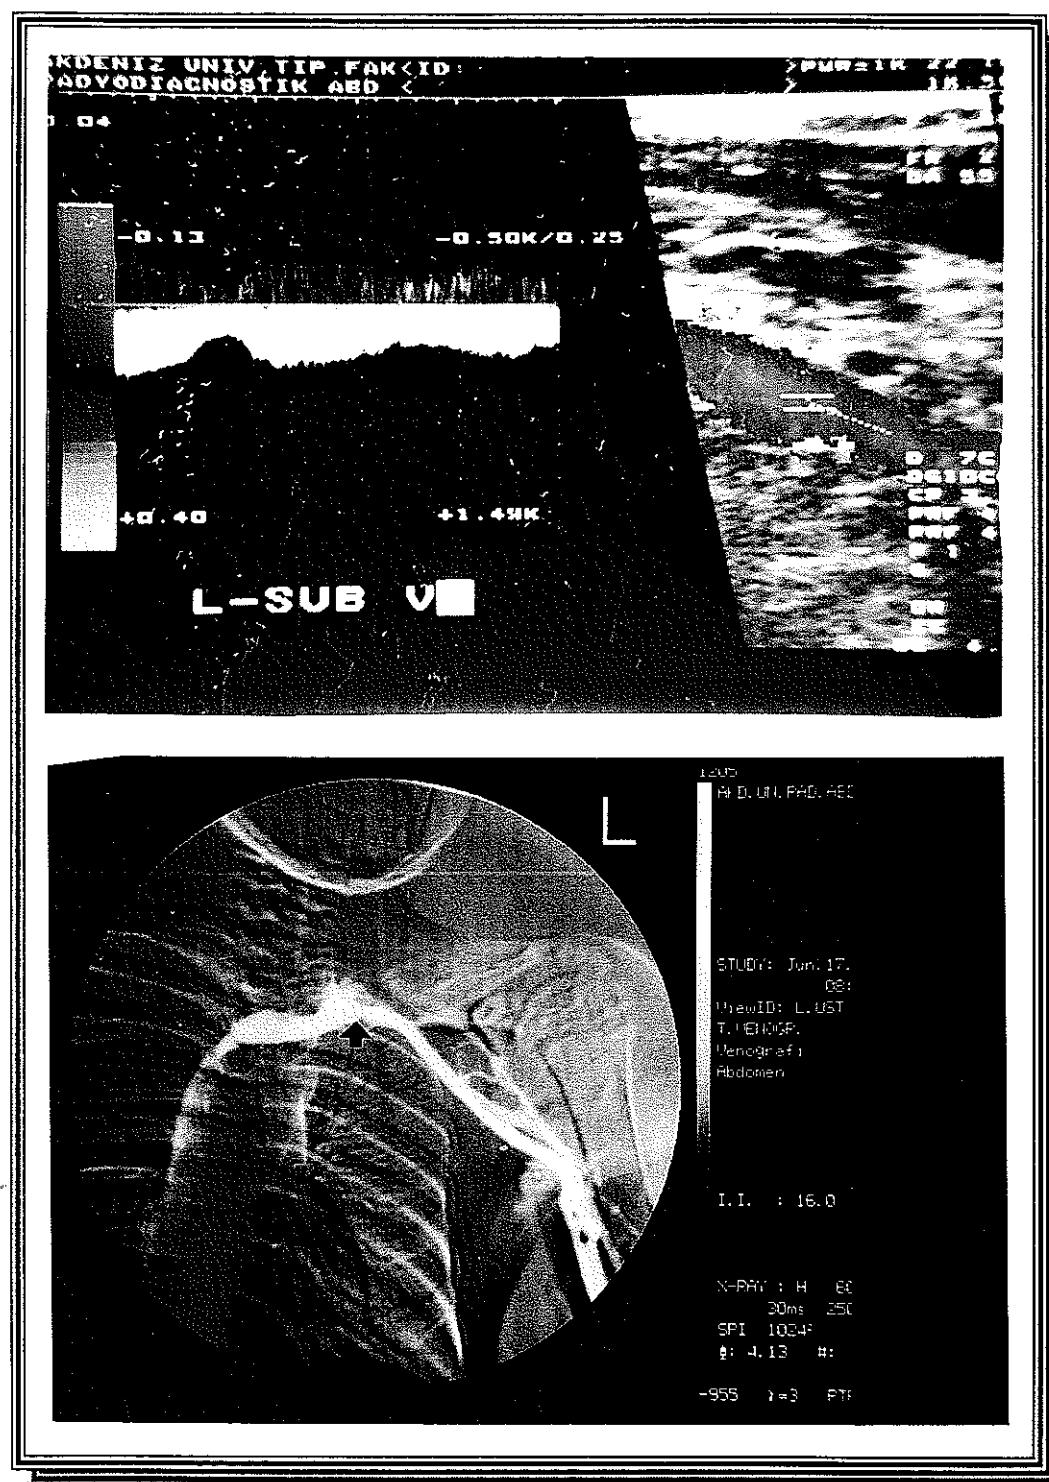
A, Renkli Doppler US de infraklavikular bakıda kollateral akıma ait zayıf akım spektrumu ve renk kodlaması mevcut. Aksiller ven izlenemedi. B, Venografide sol aksiller vende yaygın tromboza bağlı oklüzyon ve proksimalde venöz kollateral dolum izleniyor.
